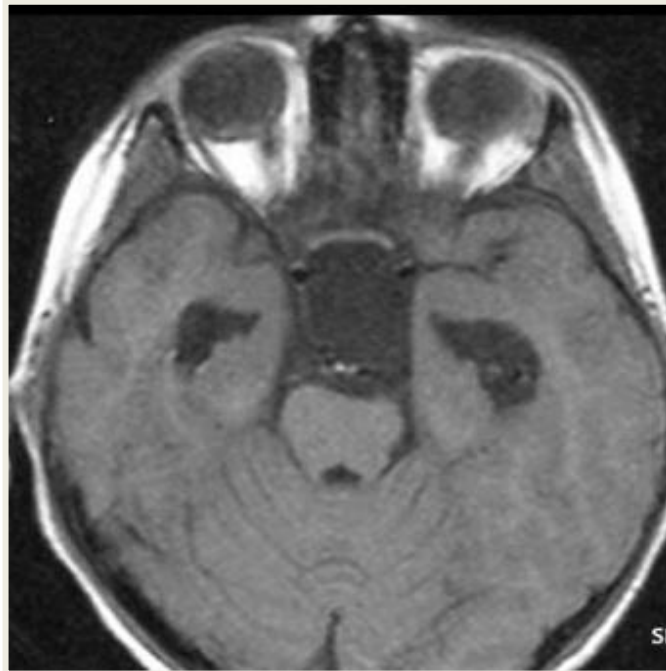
Image IRM montrant un kyste arachnoïdien
